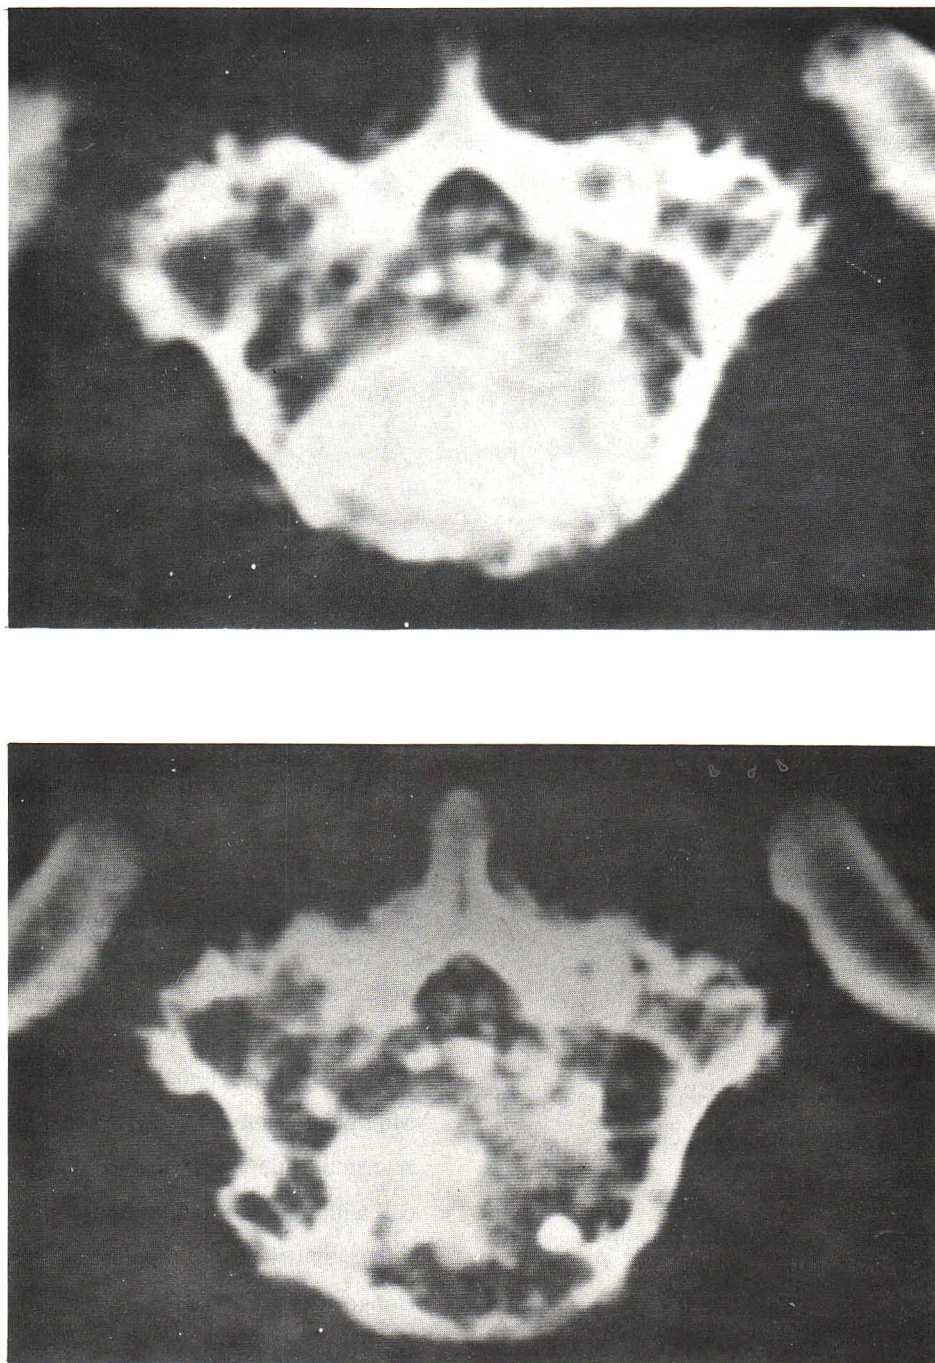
7 CT scan after lumbar myelography, bone destruction with invasion to spinal canal.
